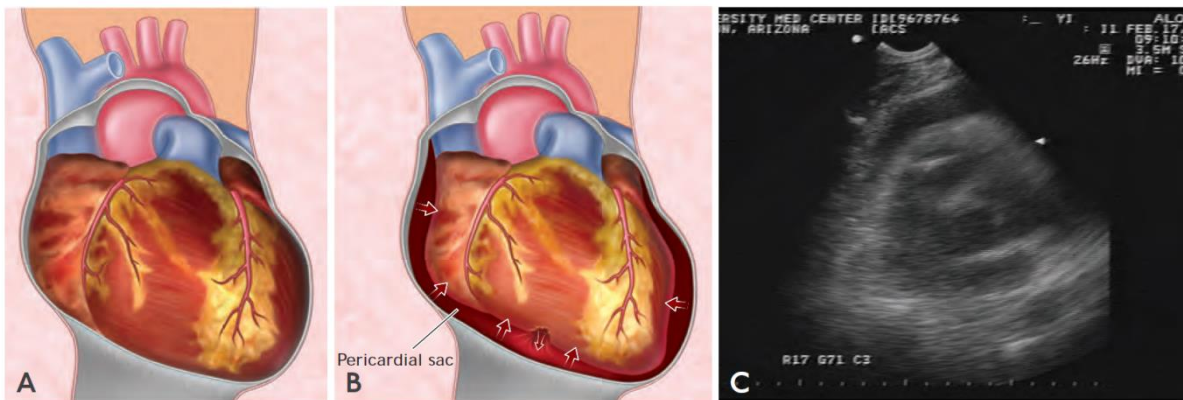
A. Corazón normal. B. Taponamiento cardíaco. C. Imagen ultrasonográfica de un taponamiento cardíaco
